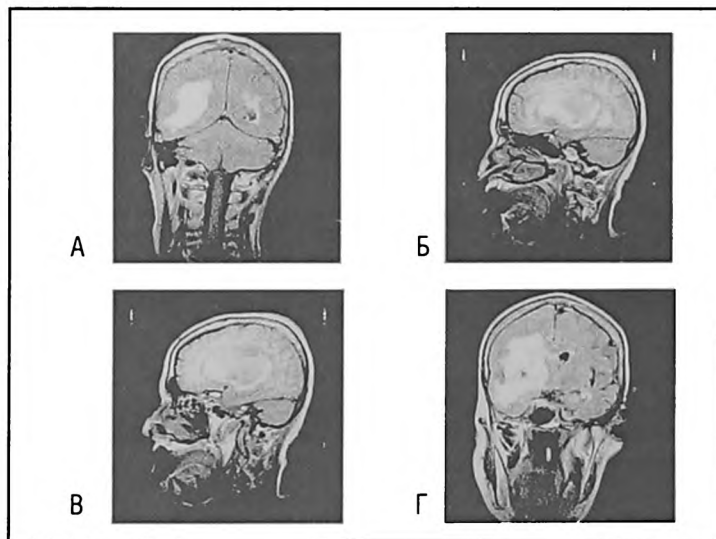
МРТ изображение в различных режимах - А, Б - T1 взвешенный режим и В, Г - Flair у больной С-вой, 79 лет из 2 исследуемой группы больных с ПВК
